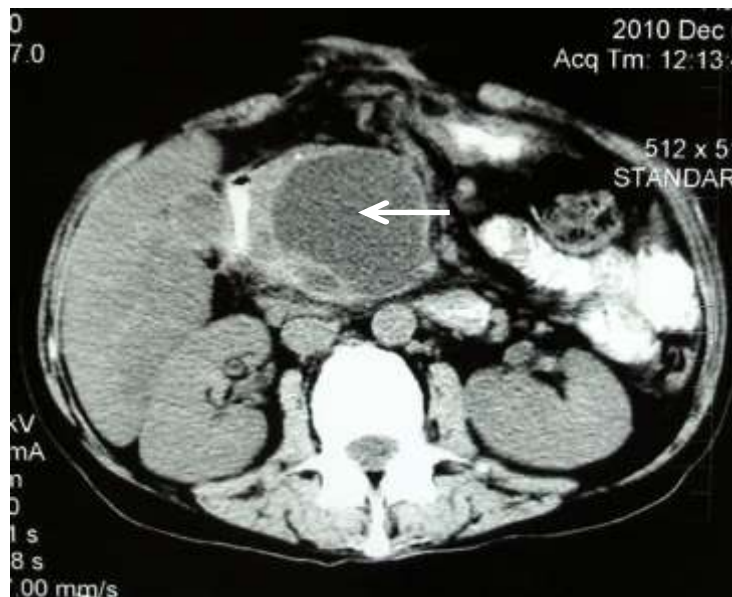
Компьютерная томограмма с пероральным контрастированием, аксиальная проекция. Кровь в просвете постнекротической кисты
